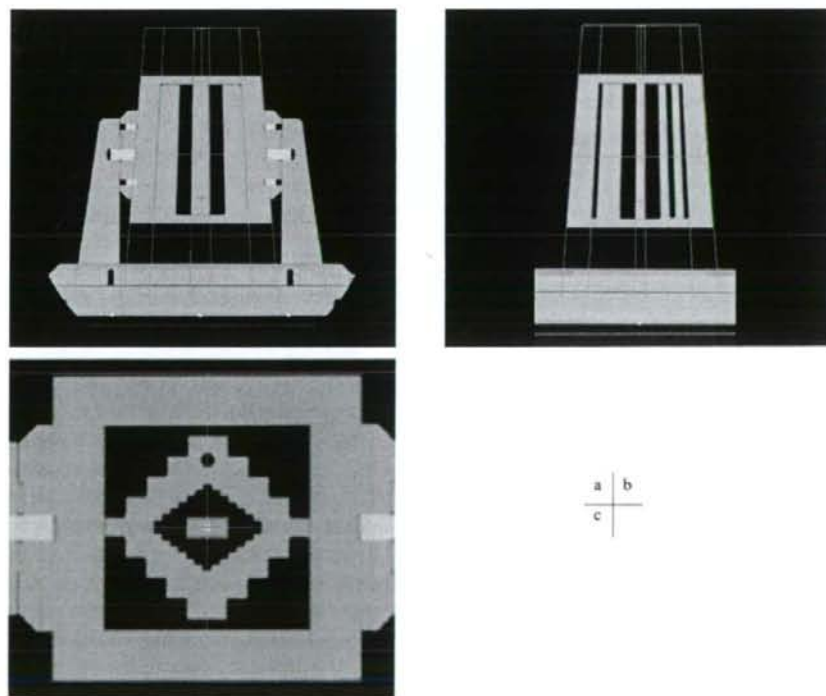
15×15 cm², 10×10 cm² and 2×1 cm² radiation field superimposed on axial (a), sagittal (b), coronal (c) reconstructed CT image for a gantry rotation of 0 degrees.
